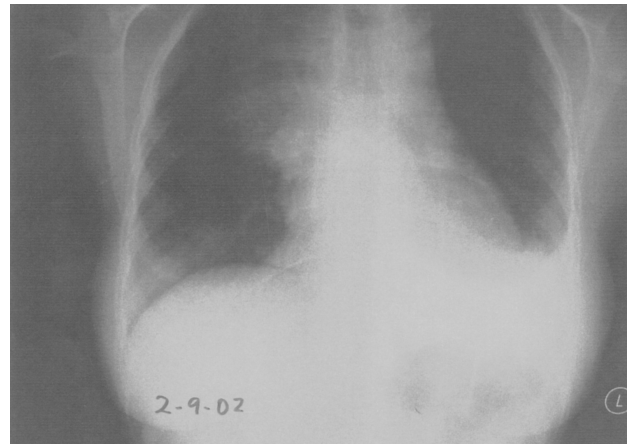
Radiografía de tórax que muestra derrame pleural derecho observándose la punta del catéter en la cavidad pleural.
